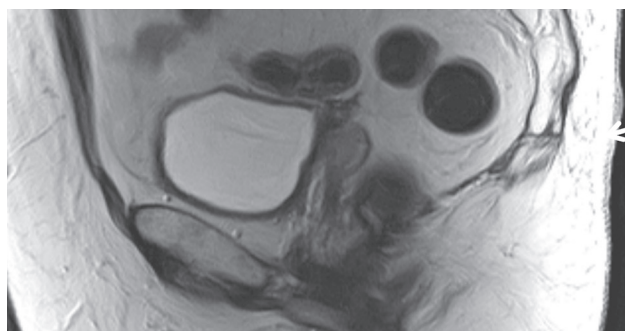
МРТ-картина опухолевого поражения купола культи влагалища у пациентки с раком эндометрия II стадии по FIGO через 10 мес после окончания противоопухолевого лечения. Отмечается утолщение верхней трети влагалища (стрелка)
